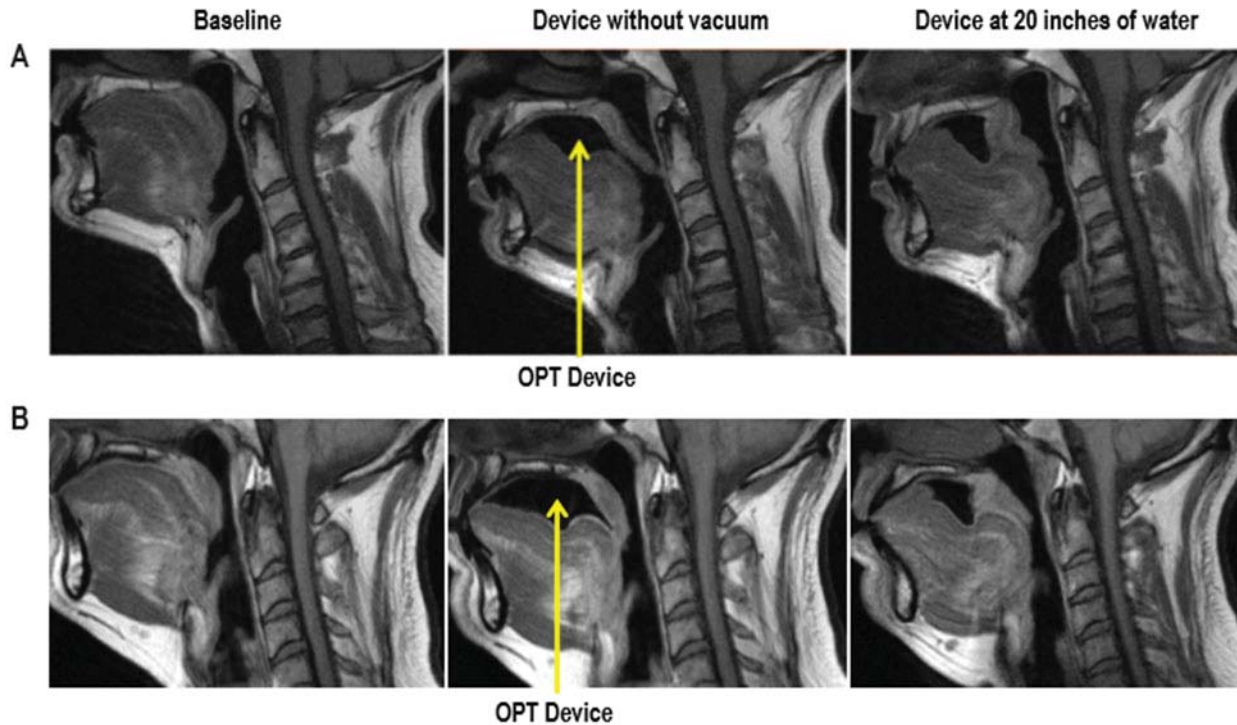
Sujetos sometidos a resonancia magnética en tres modalidades. El primero sin el dispositivo de terapia de presión oral, el segundo con el dispositivo, pero sin presión y el tercero con el dispositivo con presión. Todo esto para observar los cambios biomecánicos que se dan en las estructuras involucradas. Tomado de: Schwab et al.,(17).
